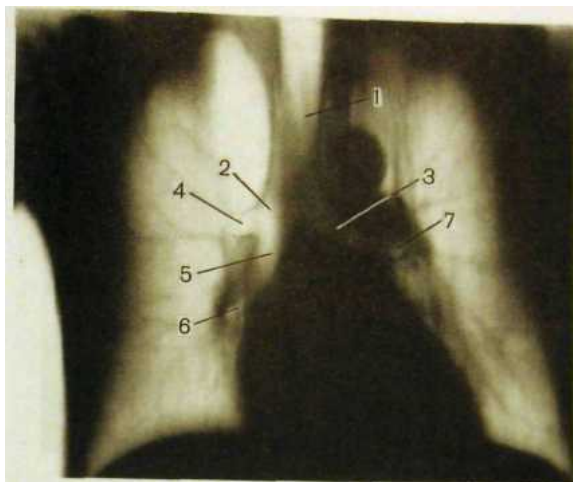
4. Томограмма на уровне срединной фронтальной плоскости грудной клетки.
